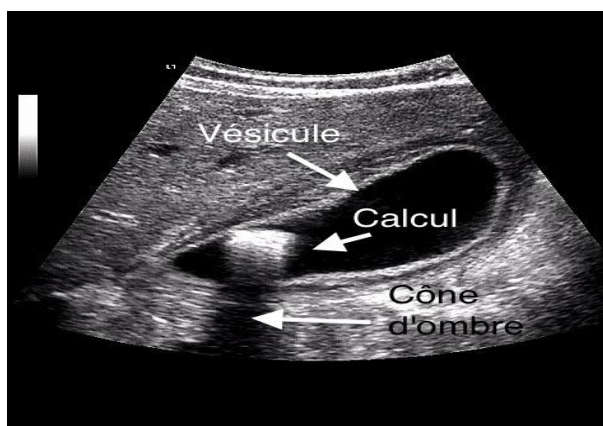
l'échographie abdomino-pelvienne trouve le signe de Murphy positif et objective une image hyperéchogène avec cône d'ombre postérieur intra vésiculaire sans épaissement de la paroi vésiculaire.
